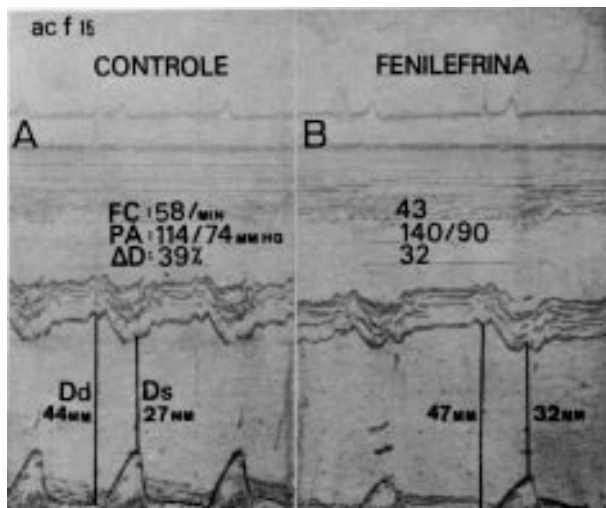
A) ecocardiograma modo M do eixo menor do ventrículo esquerdo de uma paciente com PVM primário na condição de repouso ou controle; B) traçado realizado durante a infusão de fenilefrina antes da digitalização mostra aumento significativo da PA e diminuição concomitante da FC, com aumento significativo do Dd e acentuado do Ds, condicionando diminuição marcada do D. PA = pressão arterial FC = frequência cardíaca; Dd = diâmetro diastólico; Ds = diâmetro sistólico; D = percentagem de encurtamento sistólico; FE = fenilefrina.
